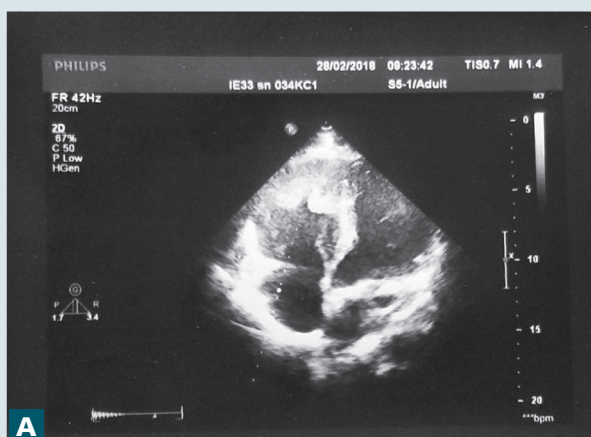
Эхокардиографическое исследование перед проведением курса полихимиотерапевтического лечения (А) и после курса (Б)
